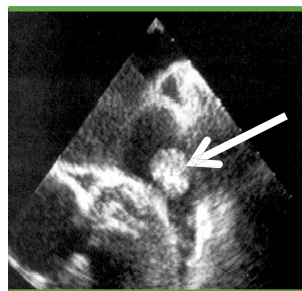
un ecocardiogramma transesofageo (EcoTE) che mostra un coagulo di sangue (freccia) nell'atrio sinistro
